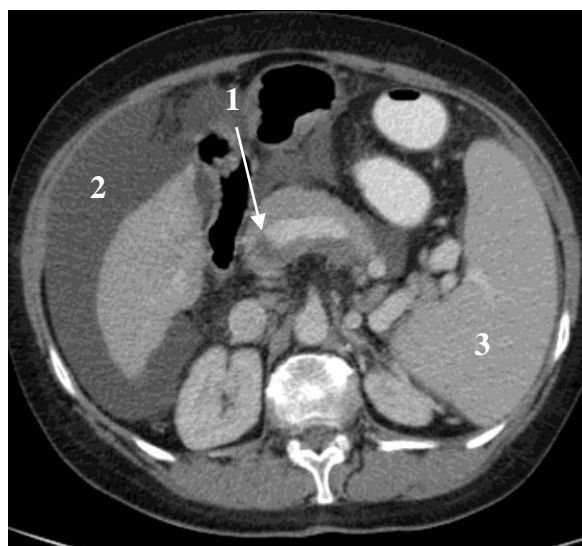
Examen CT, timp portal: tromboză completă de venă portă (1); se remarcă ascita importantă (2) și splenomegalia importantă (3)
